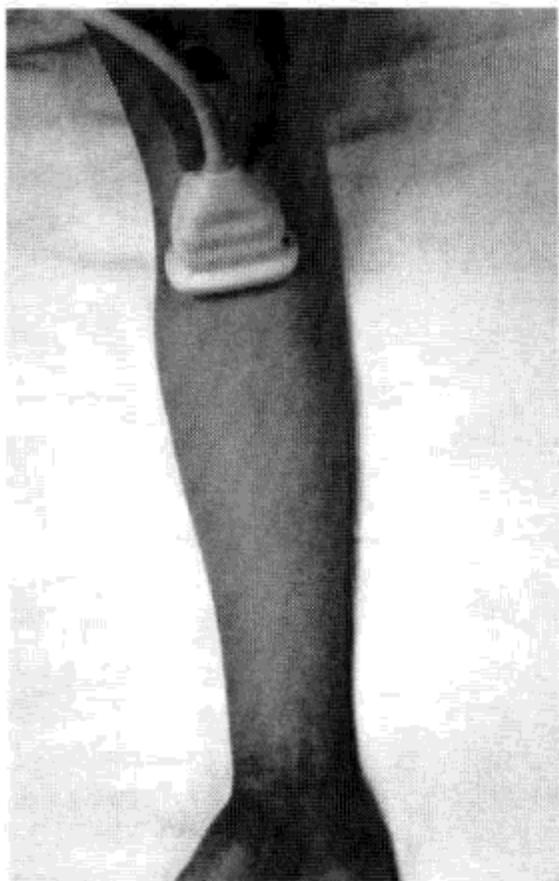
肘前区超声检查体位及短轴切面探头扫查位置
